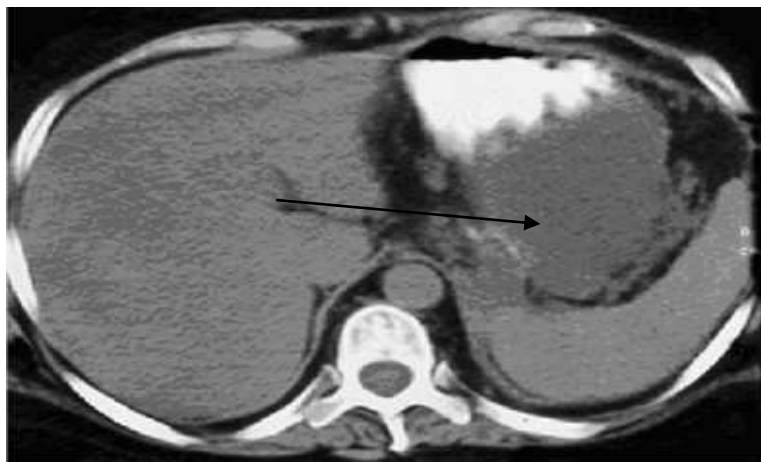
Комп'ютерна томографія. Хворий К., 48 р.
